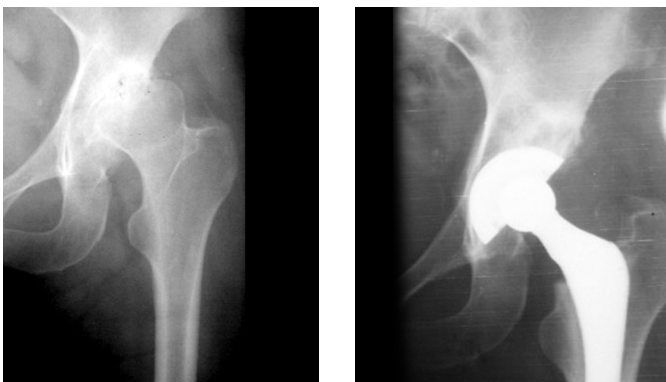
Radiografías preoperatorias que muestran displasia residual de cadera tipo I. Según la clasificación de Crowe.
